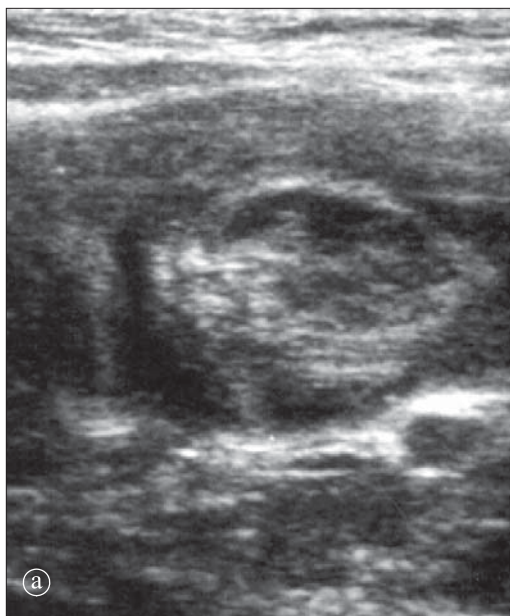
Invaginație intestin subțire. Ecografie. a), b). Aspect de imagine pseudorenală.
